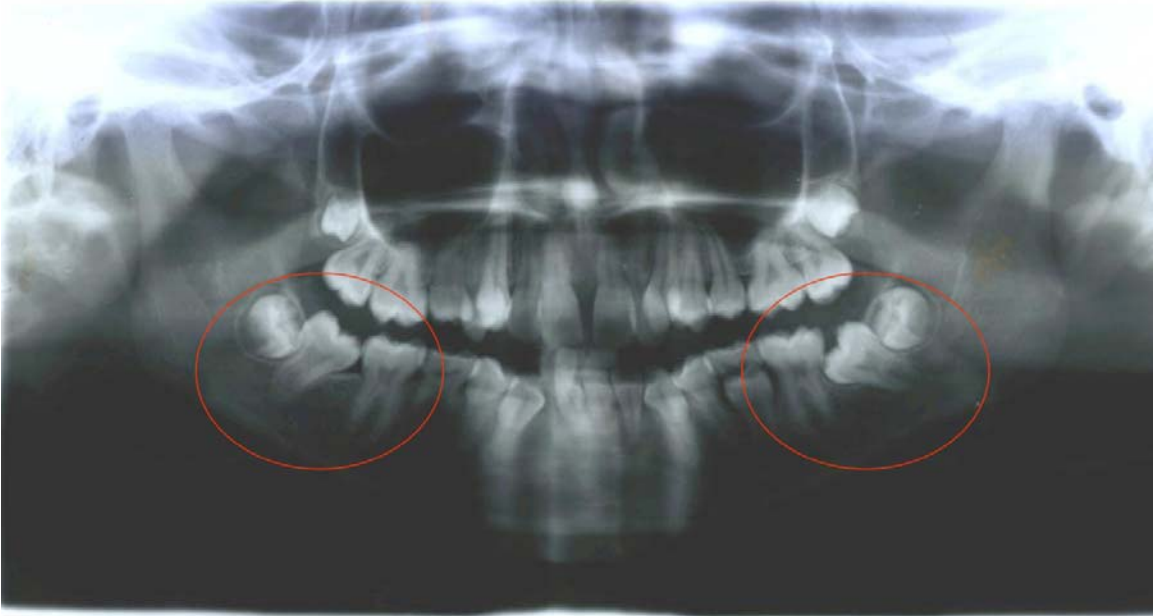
“Radiografías Pretratamiento y vista oclusal inferior.”
